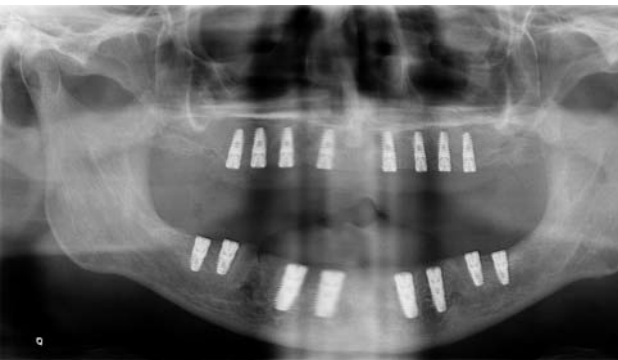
Konventionelle Röntgenkontrolle der 16 inserierten Implantate.
